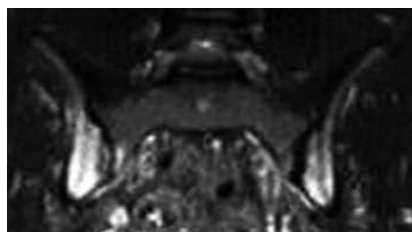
МР-томограмма КПС в полукорональной проекции (режим STIR T2). Двусторонний активный сакроилиит. В субхондральных отделах подвздошных костей и на ограниченном участке крестца справа определяется распространенный ОКМ
